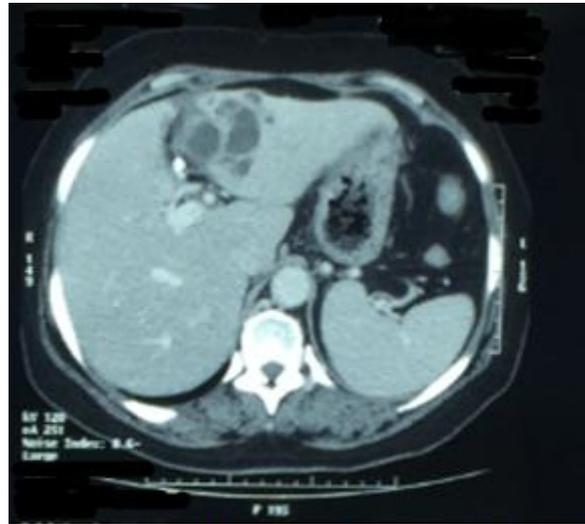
TDM coupe axiale montrant dilatations kystique des VBIH gauches
